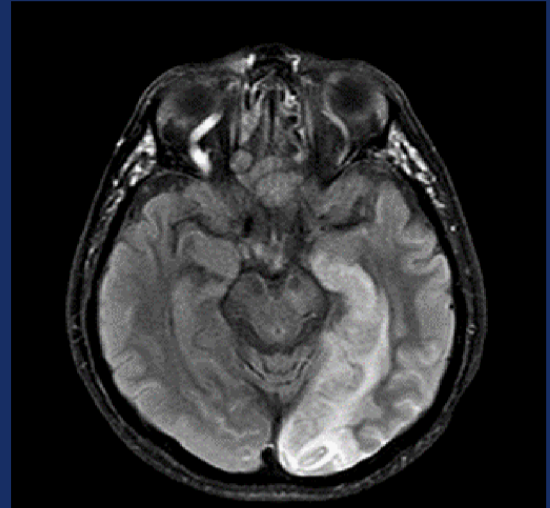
CORTE AXIAL FLAIR. INFARTO ANTIGUO A NIVEL OCCIPITAL BASAL
